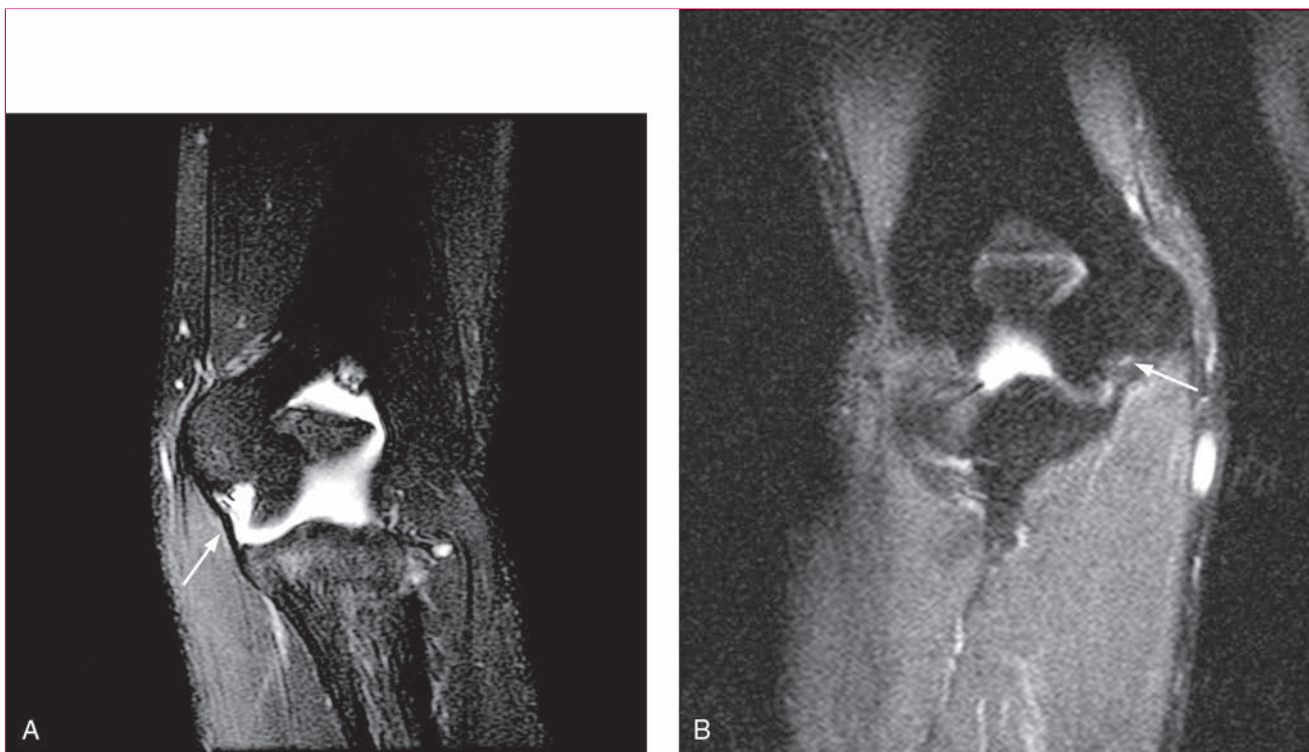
Imágenes de resonancia magnética ponderadas en T2 coronales del codo. A, Ligamento colateral cubital medial intacto (flecha). B, Edema en la inserción humeral (flecha) indicativo de insuficiencia del ligamento colateral cubital.
